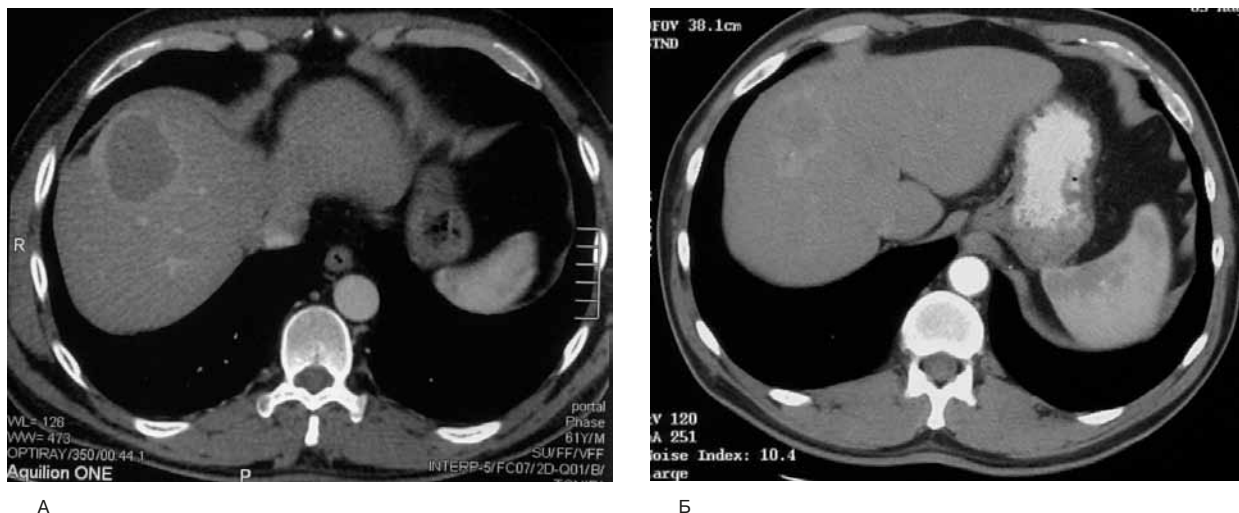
Компьютерные томограммы больного с метастазами колоректального рака в печень.
